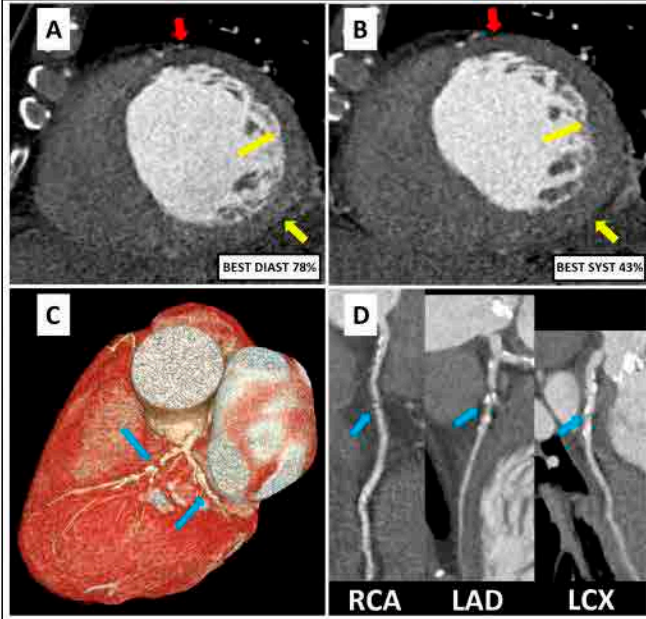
(Akinezi): Kardiyak BT'de kısa aks «en iyi diastolik» ve «en iyi sistolik» görüntülerde, LCX sulama sahası ile uyumlu lateral duvarda simetrik kalınlık izlenmemiş olup akinezi ile uyumludur (Kırmızı yıldızlar, A,B). Koronal-oblik ve aksial-oblik reformat görüntülerde LCX'te CAD-RADS 5 ile uyumlu akinezi dikkati çekmiştir (Mavi oklar, C, D).
